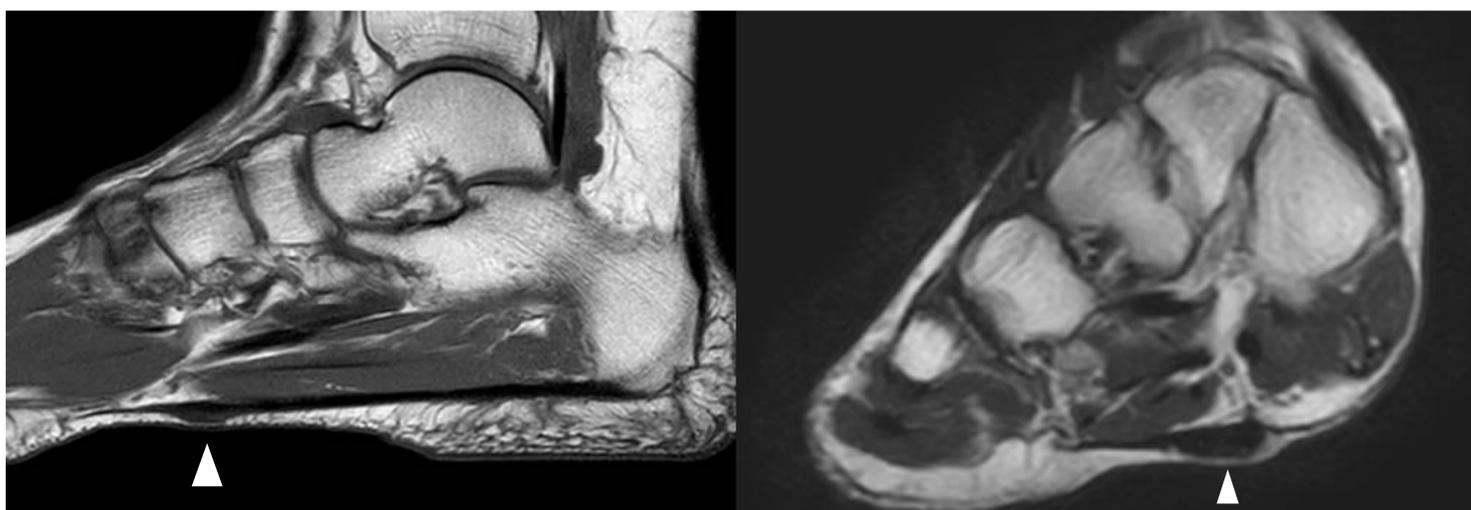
Imágenes de RM en secuencias sagital potenciada en T1 (derecha) y coronal potenciada en densidad protónica (izquierda). Se visualiza un engrosamiento fusiforme en hiposeñal de la fascia plantar en la porción medial de la misma (señalado por las cabezas de flecha) ; ello se corresponde con un fibroma plantar en contexto de fibromatosis.
